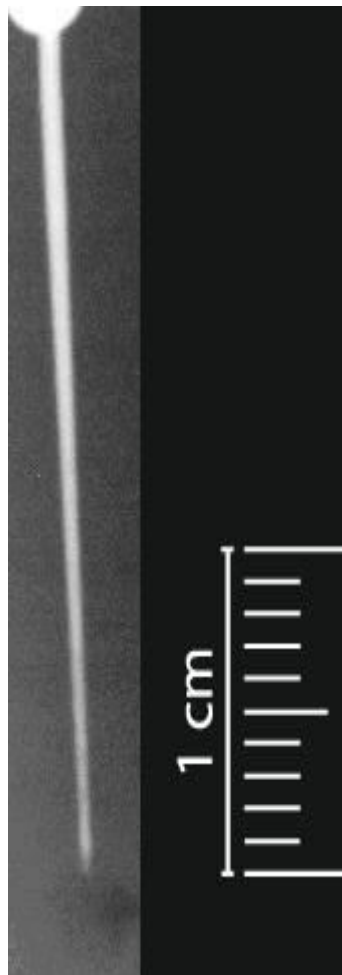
Röntgendarstellung eines gefüllten Wurzelkanals nach Freistellung mit einer digitalen Bildbearbeitungssoftware
